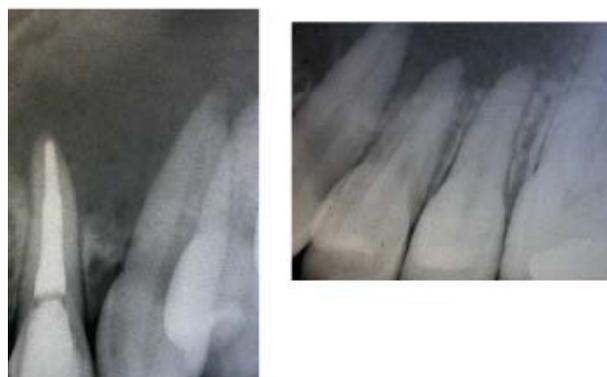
Radiografias periapicais iniciais do paciente
